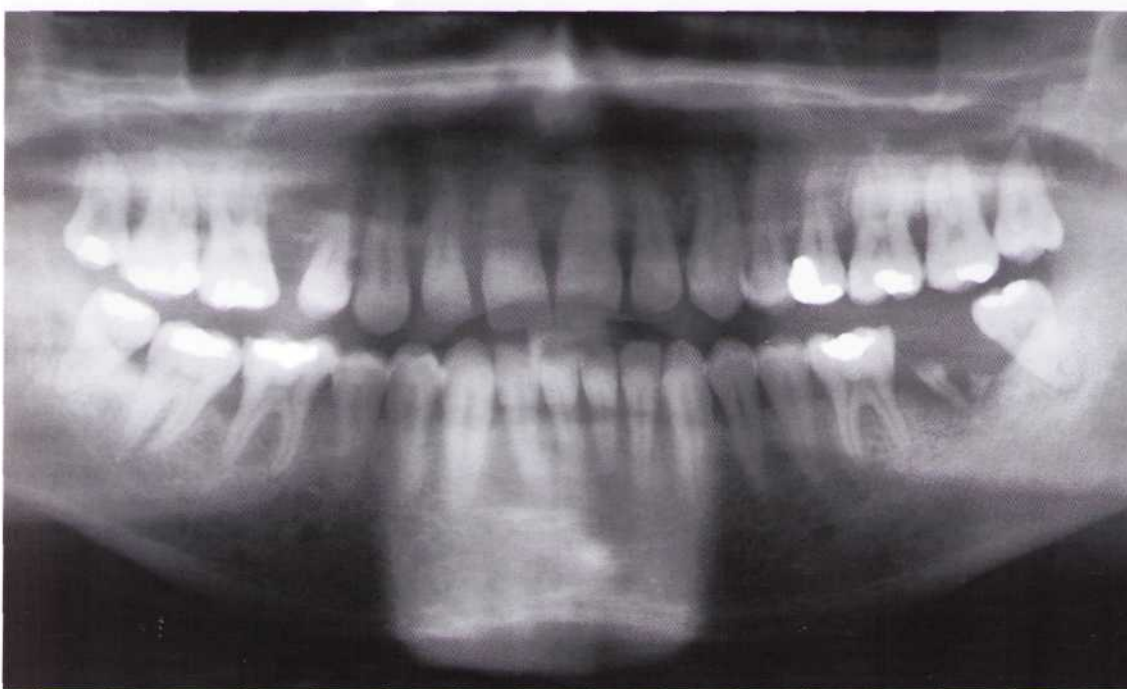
Панорамная рентгенограмма.
